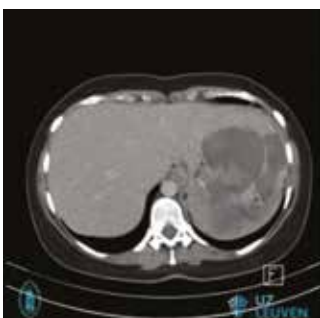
CT-scan van een echinococcencyste.
